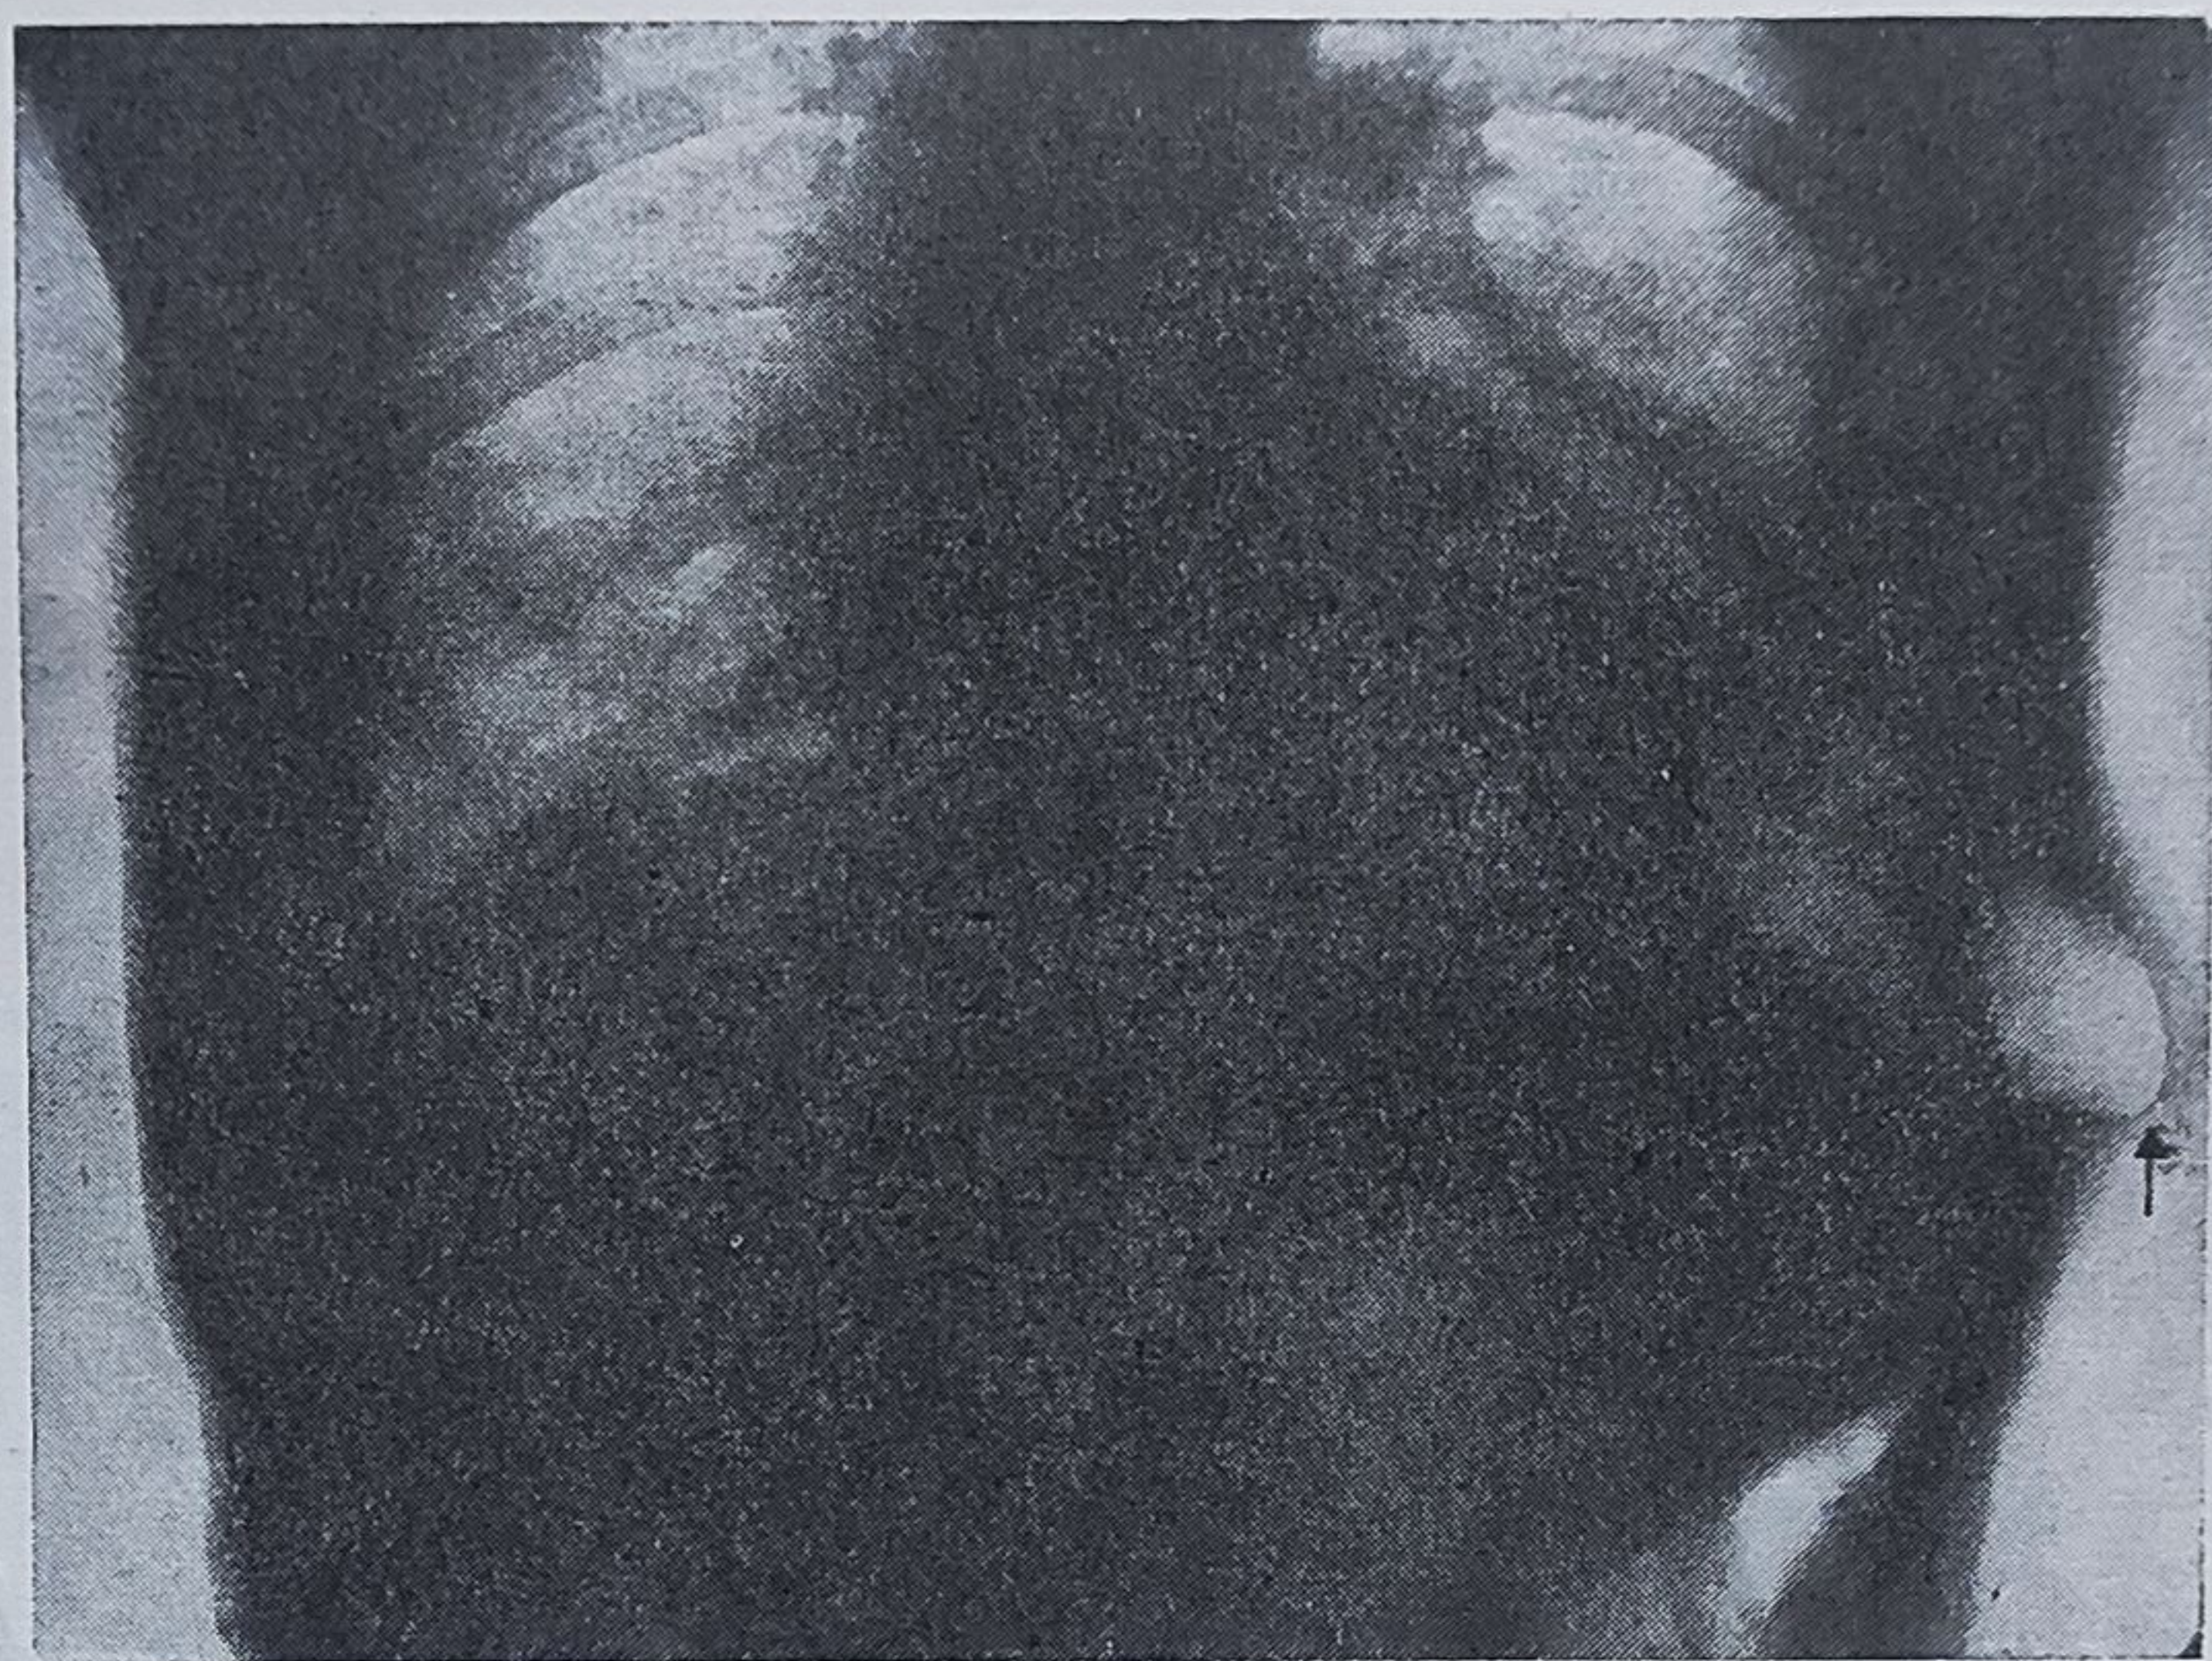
25. — Imagine radiografică a unei hernii diafragmatice intercostale (colecţia dr. Z. Popovici).
